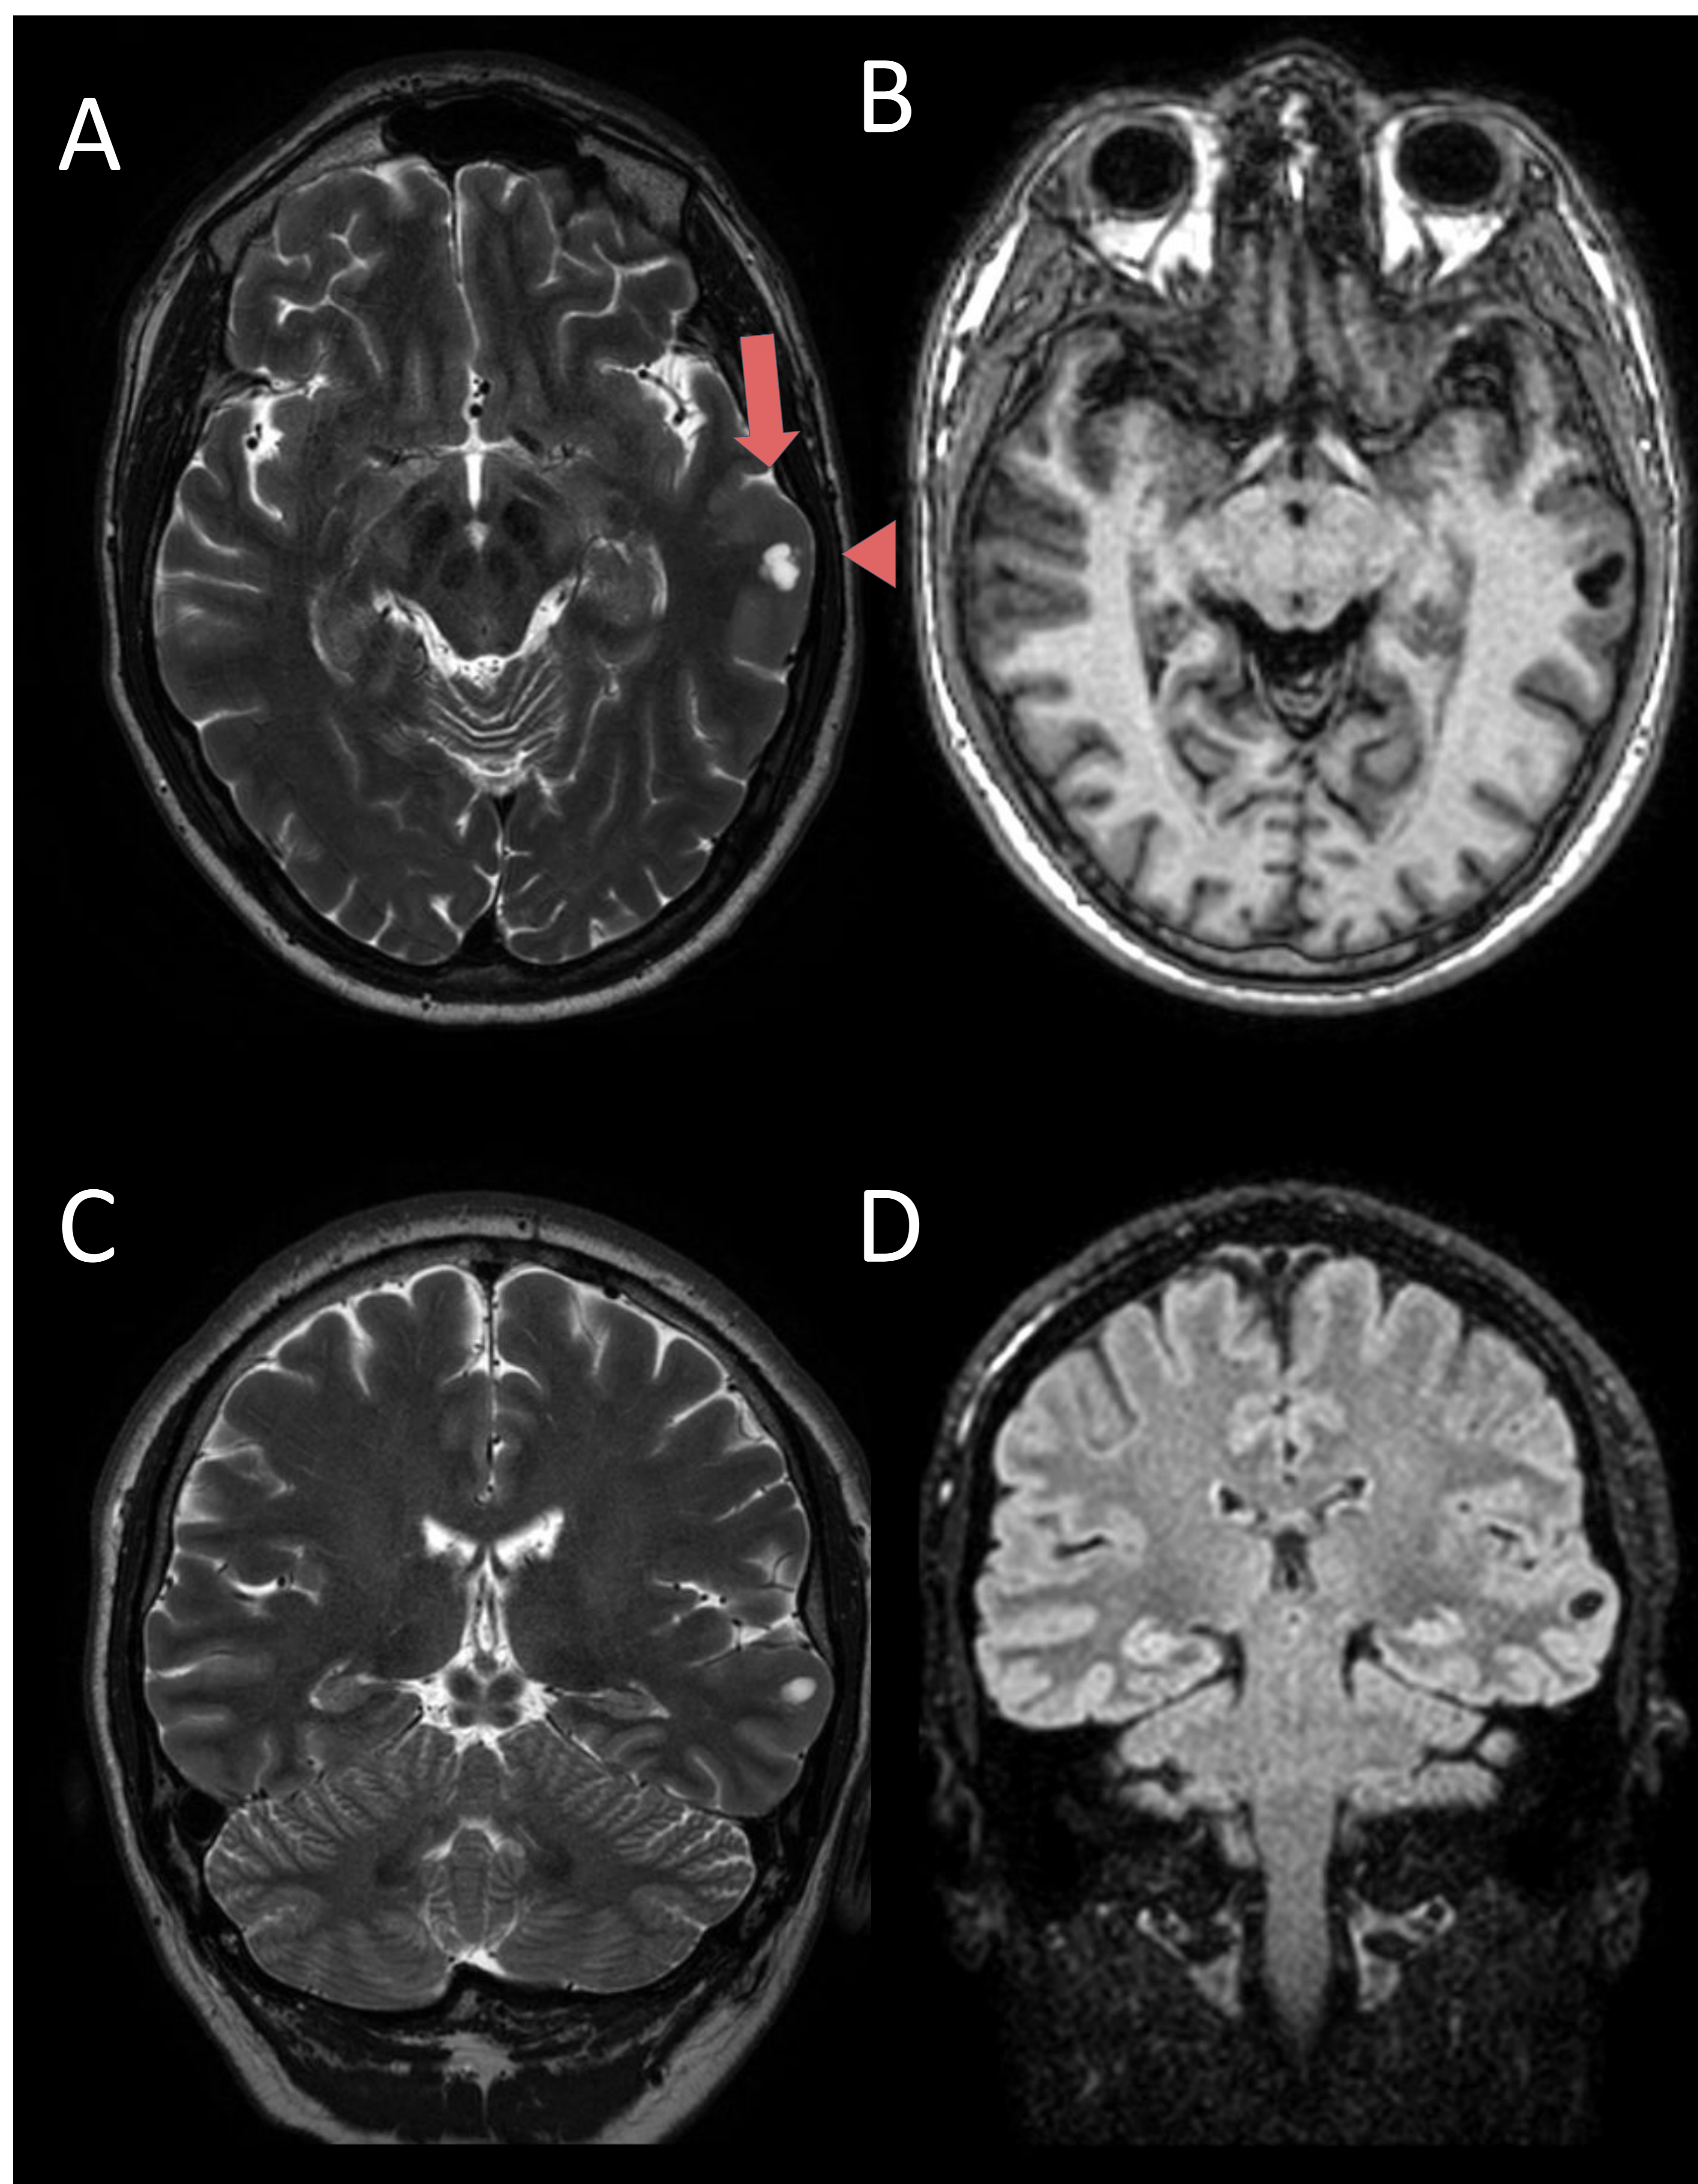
DNET con DCF asociada (DCF tipo IIIb). Varón de 38 años con segunda crisis comicial de inicio focal izquierdo. RM adquisiciones axiales T2 y T1 (A y B) y coronales T2 y FLAIR (C y D). En lóbulo temporal izquierdo se identifica engrosamiento cortical en giro temporal superior izquierdo (flecha roja), pérdida de la diferenciación de la sustancia gris-sustancia blanca y alteración en la morfología del giro temporal medio izquierdo. Asocia la presencia de lesión quística con finos tabiques en su interior (cabeza de flecha roja).
